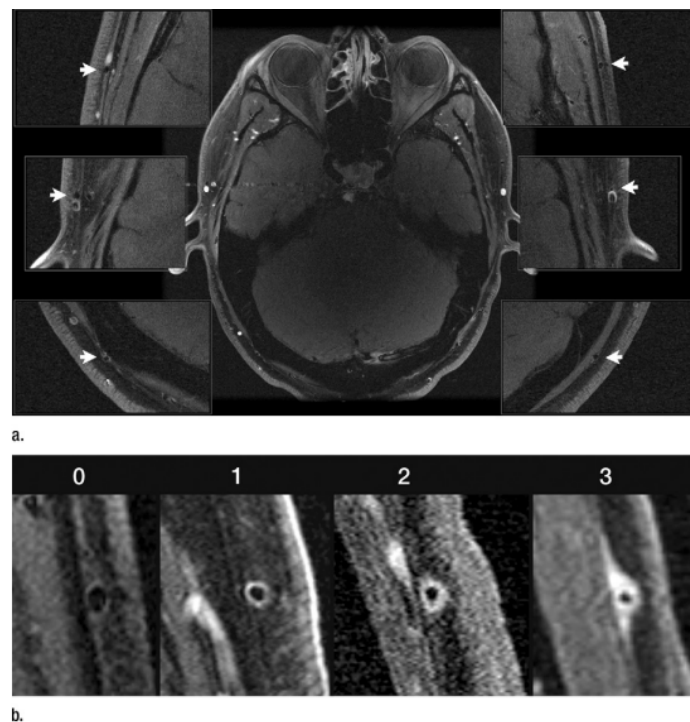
(a) Artères crâniennes superficielles sans signe d'inflammation. 6 segments artériels (flèches) ont été évalués sur des images IRM à haute résolution ; (b) Agrandissement de l'image des branches frontales gauches montrant les segments artériels évalués sur une longueur d'au moins 3 cm.
